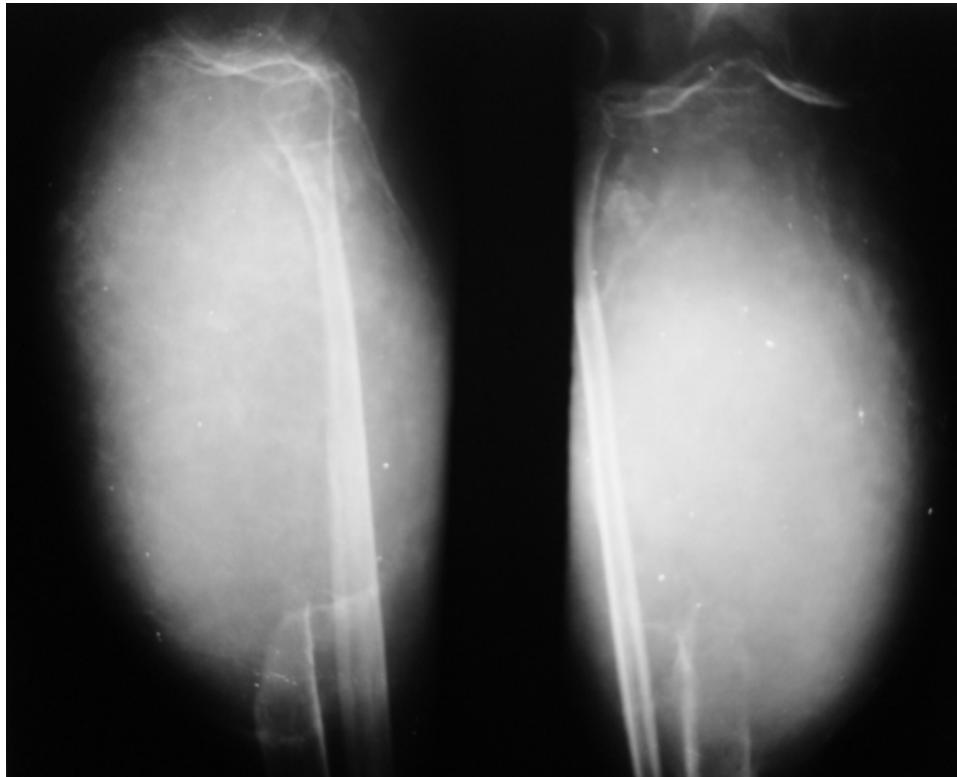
Radiographie de jambe face et profil montrant un processus ostéocondensant épiphyso-métaphysaire de l'extrémité supérieure du tibia, détruisant la corticale, associé à une extension aux parties molles avec refoulement du péroné
